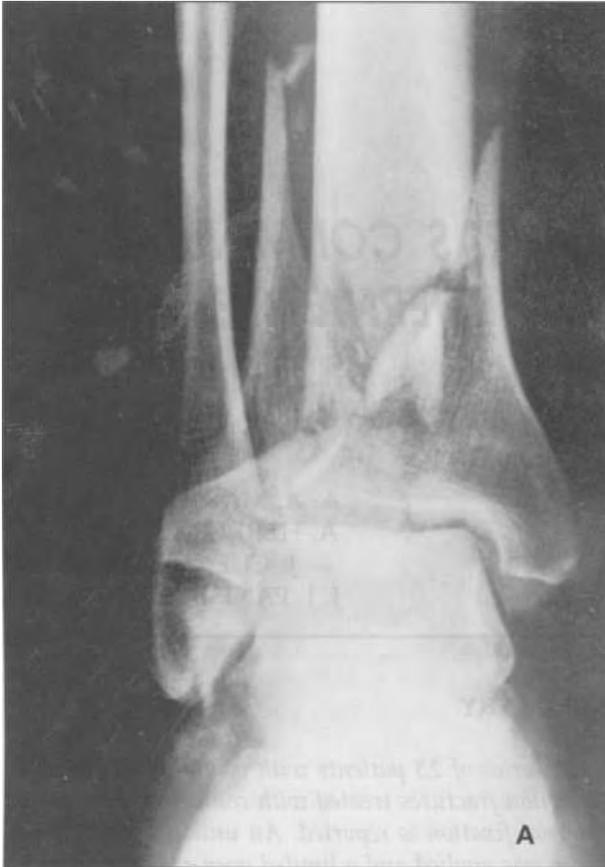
Fractura conminuta de pilón tibial. Radiografía anteroposterior (A) y lateral (B).
